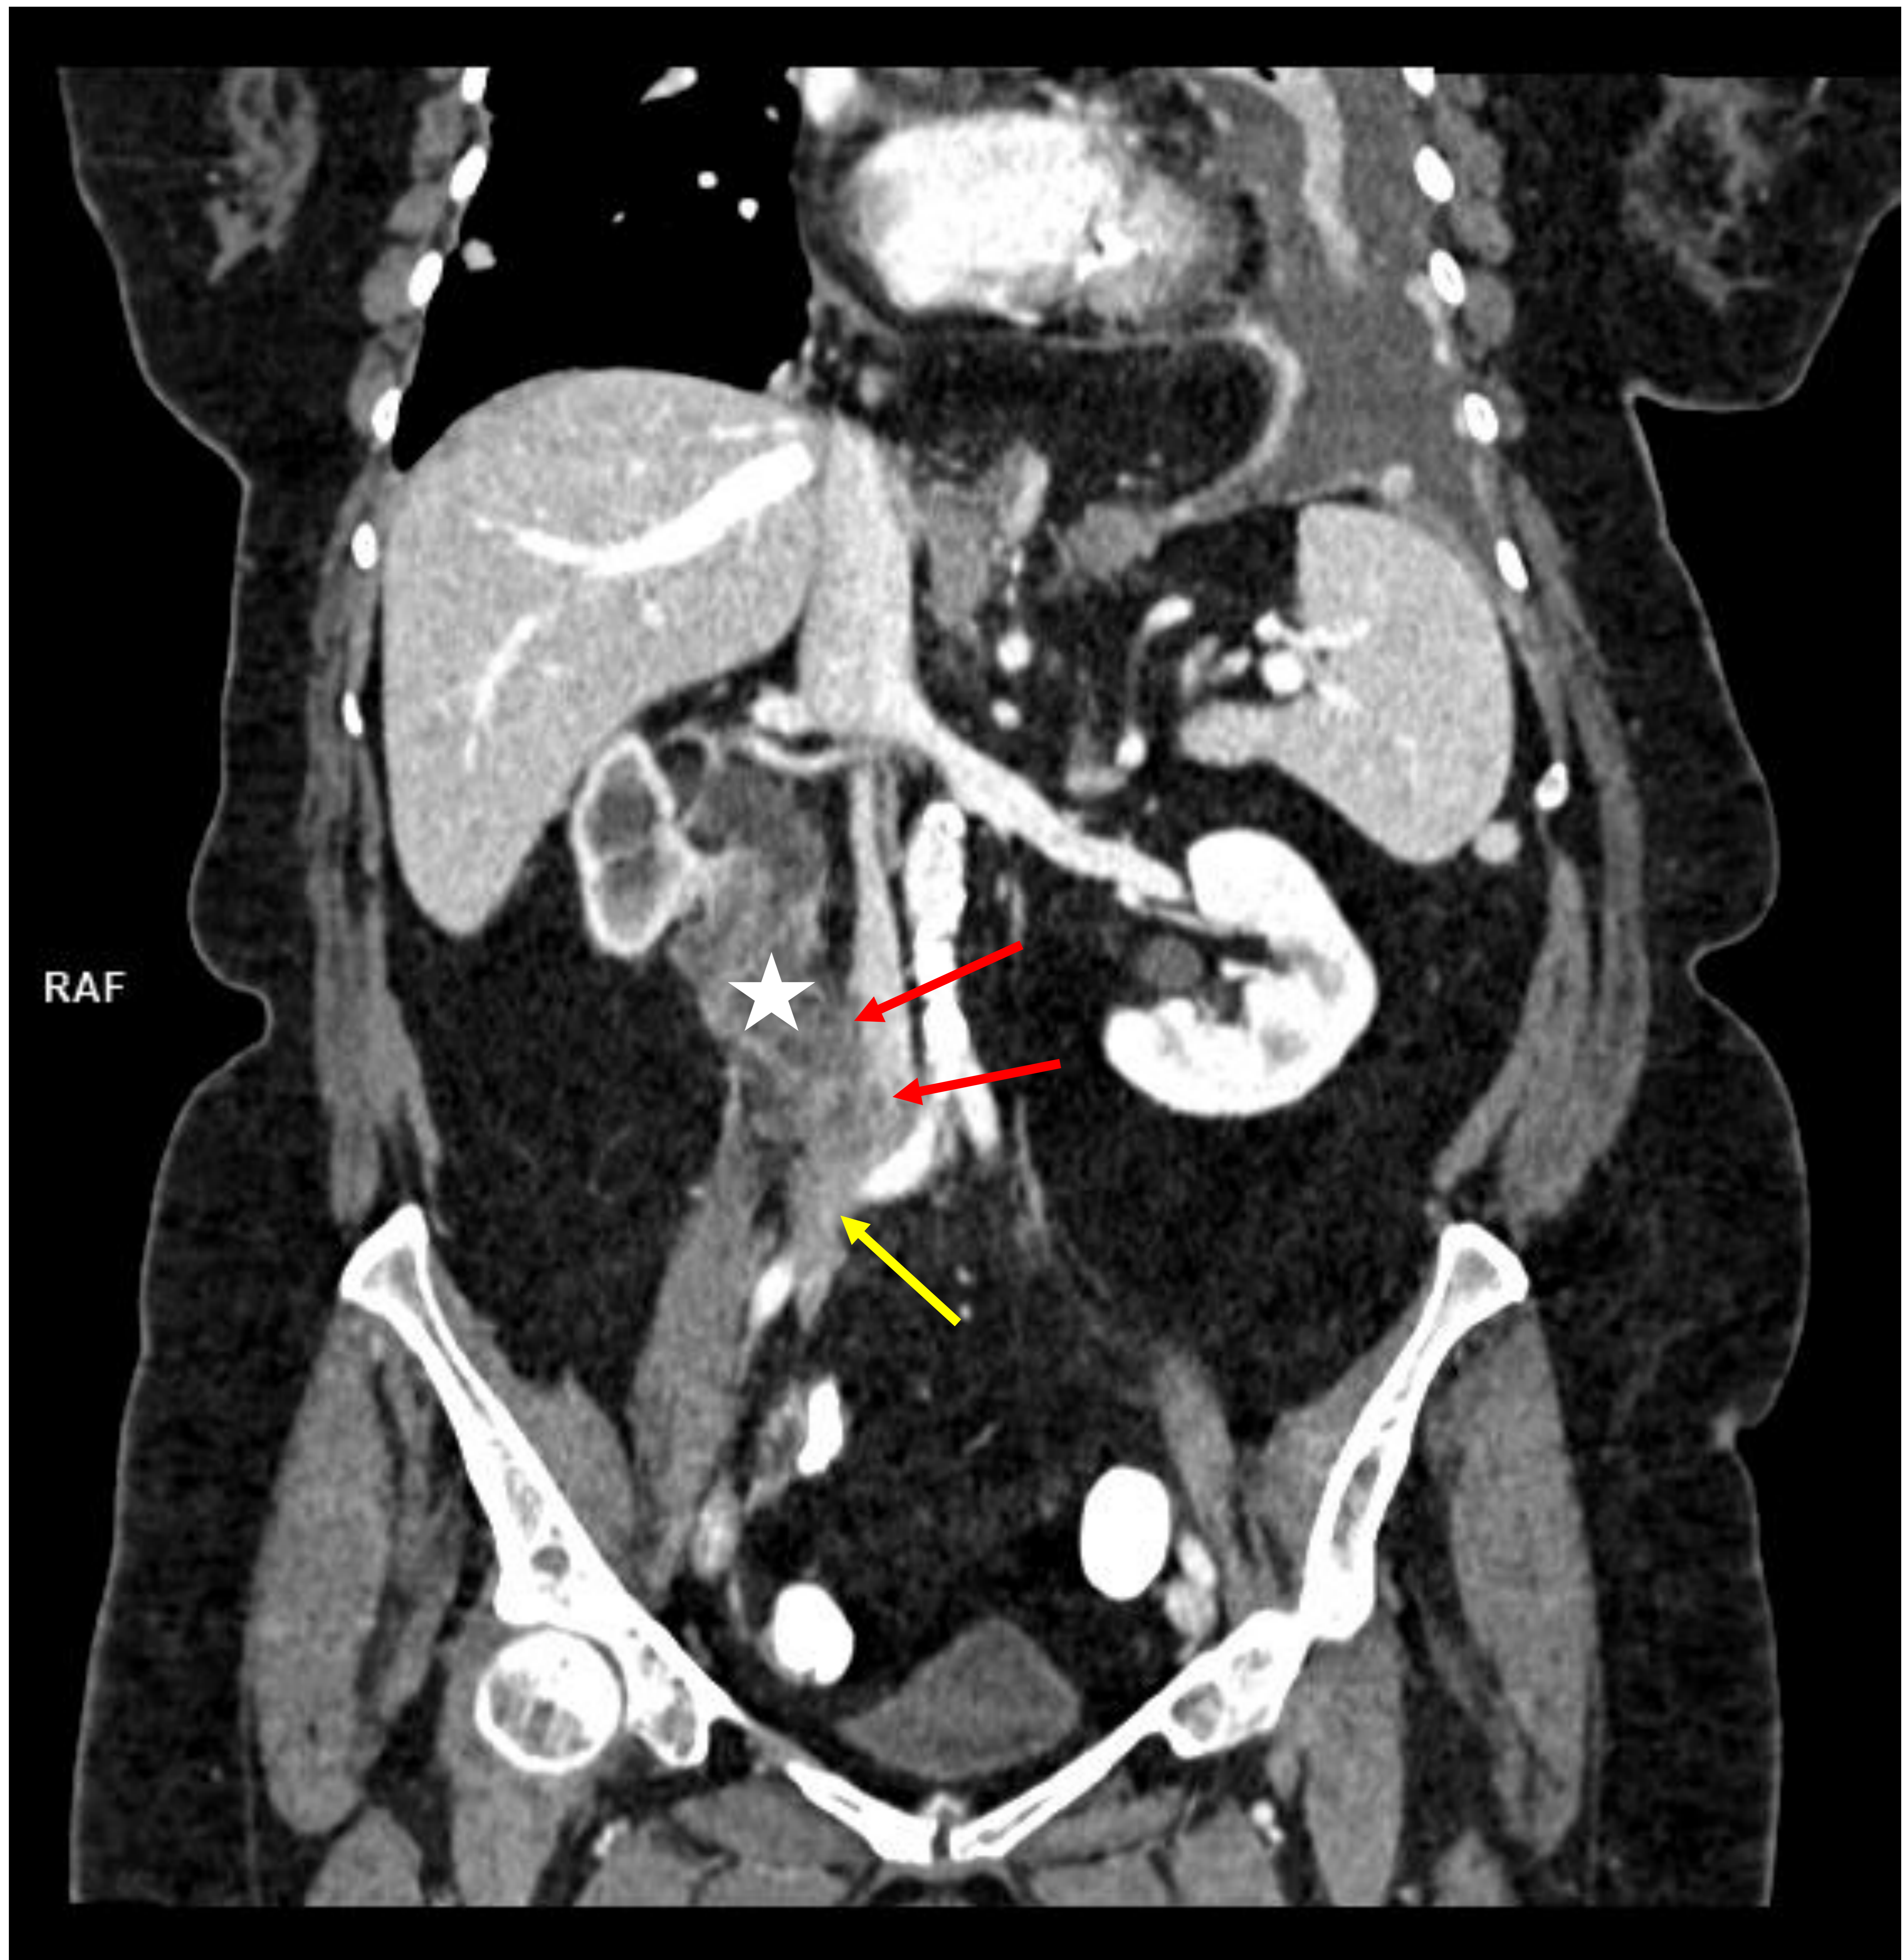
Reconstrucción coronal tipo MIP de TC abdominal en fase portal en la que se identifica masa heterogénea en el uréter derecho (estrella) que infiltra la porción infrarrenal de la VCI (flechas rojas) y también contacta con la arteria ilíaca común derecha (flecha amarilla).
